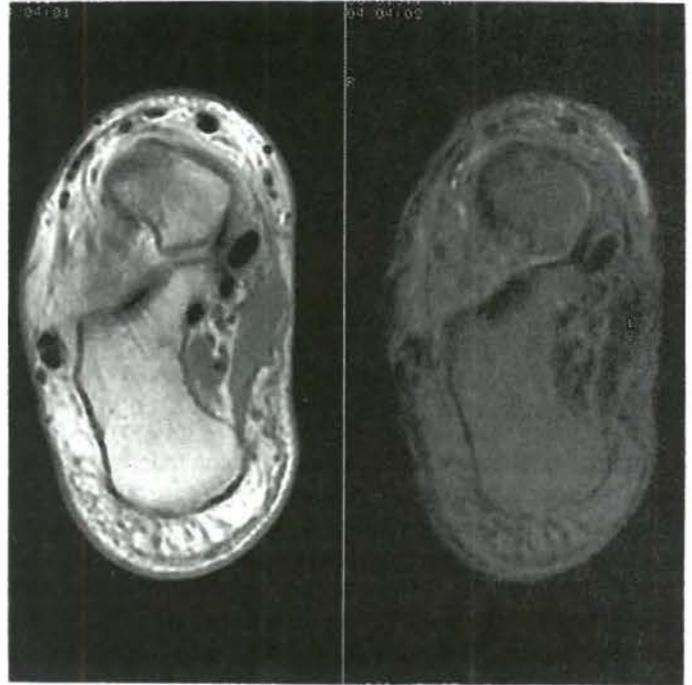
Tobillo normal en corte axial de tobillo de imagen por RM T1 (izda) y T2 (dcha). La T1 alargada muestra tejidos anormales y colecciones de líquidos, permite una diferencia de contraste entre grasa y médula ósea normales. La T2 alargada facilita el apreciar tejido patológico, diferenciándolo del músculo, hueso cortical y estructuras fibrosas, además del líquido sinovial.
